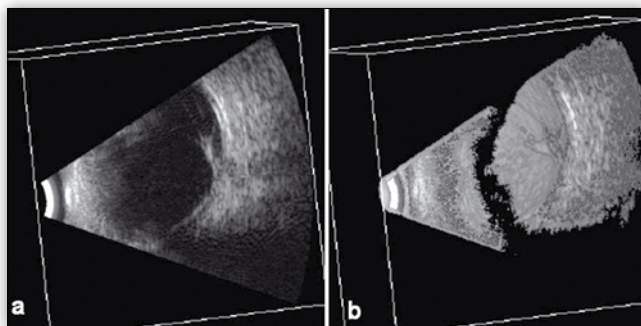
Obraz ultrasonograficzny soczewki zwichniętej na dno komory szklistej:
